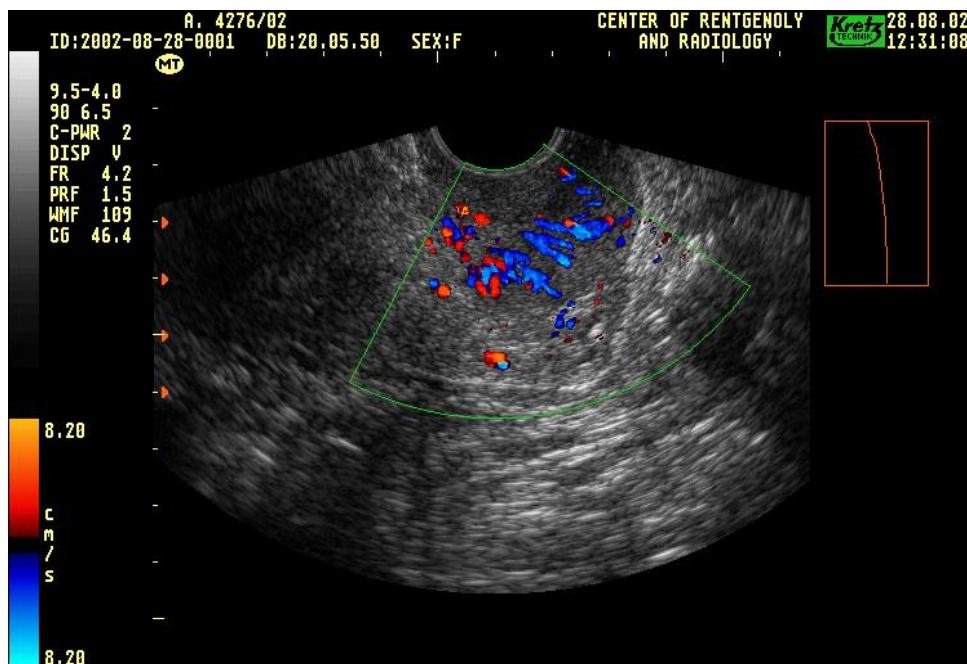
УЗИ малого таза (доплерограмма) больной РШМ стадии IB2 в режиме ЦДК
